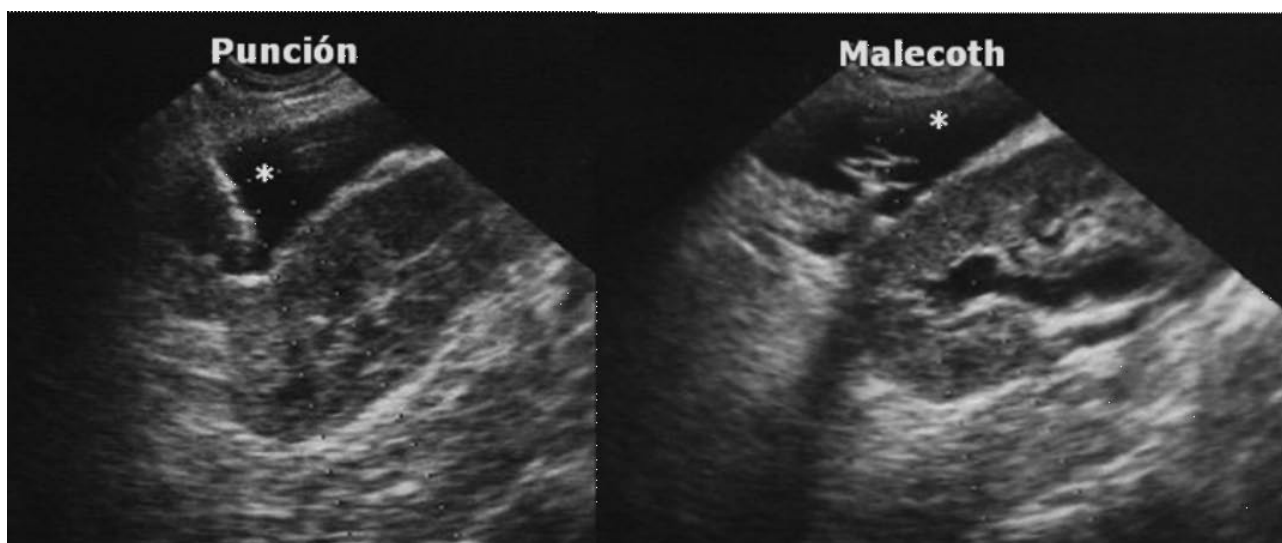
Ecografía.- Drenaje percutáneo ecodirigido de colección perirenal, correspondiente a urinoma por fistula ureteral isquémica.
